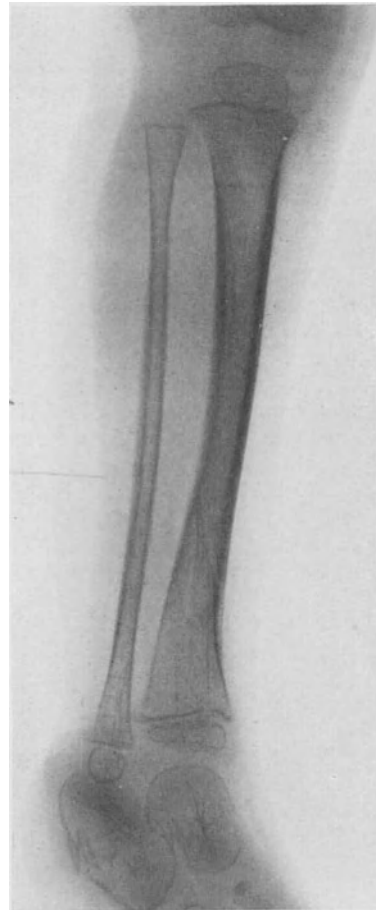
Röntgenbild vom Unterschenkel eines an *Osteogenesis imperf. tarda* leidenden Kindes. Spiralbruch der Tibia in Heilung.
